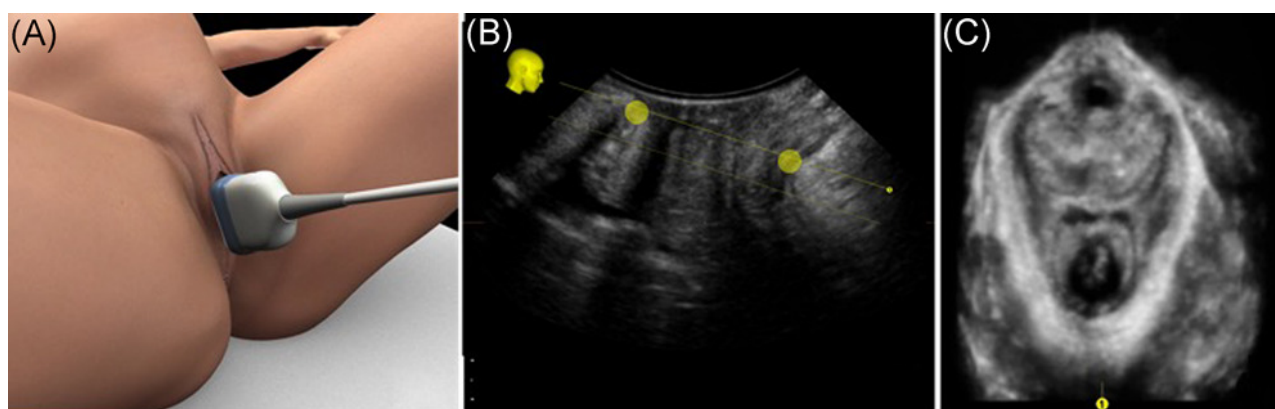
Acquisizione di un volume 3D con OmniView-VCI per via translabiale sul piano mediosagittale (A). La linea dell'OmniView-VCI è disegnata lungo il piano delle minime dimensioni iatali pelviche, al massimo della contrazione del pavimento pelvico, includendo una fetta di 10 mm di spessore (B). Il piano delle dimensioni iatali minime dovrebbe passare per la porzione inferiore della sinfisi pubica e per l'angolo anorettale, indicato dai due punti sull'immagine ecografica. Il muscolo elevatore dell'ano viene visualizzato automaticamente sul lato destro (C)
